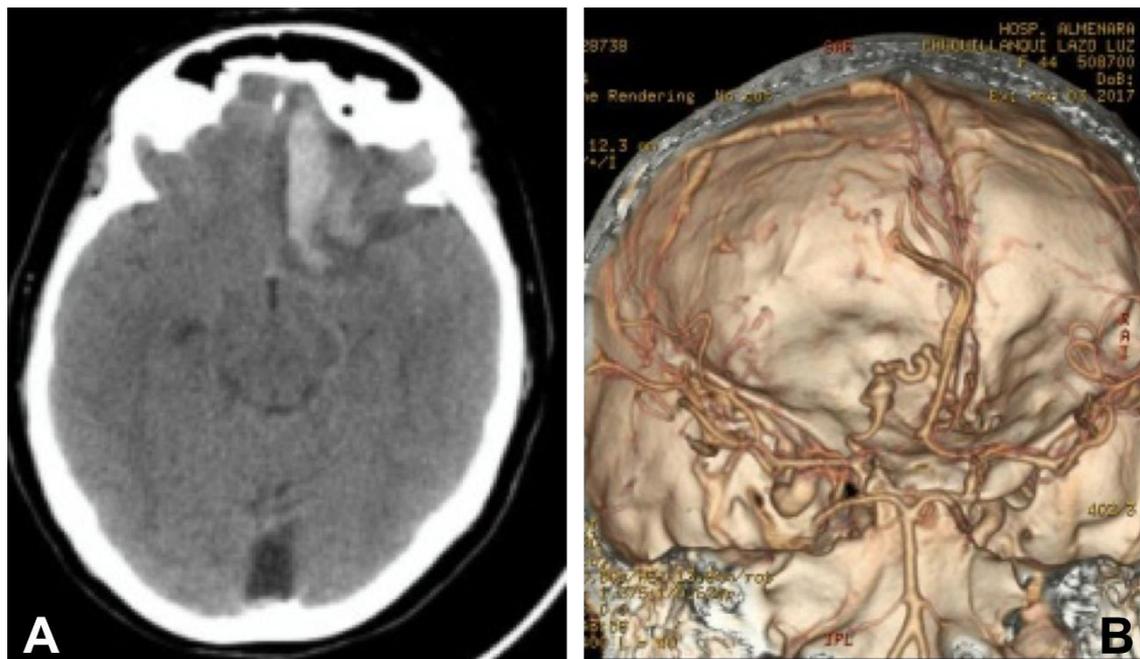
(A) TAC cerebral preoperatoria donde se evidencia hematoma frontobasal izquierdo por ruptura de fistula arteriovenosa dural. (B) AngioTEM cerebral donde se evidencia fistula arteriovenosa con presencia de ectasia venosa.
